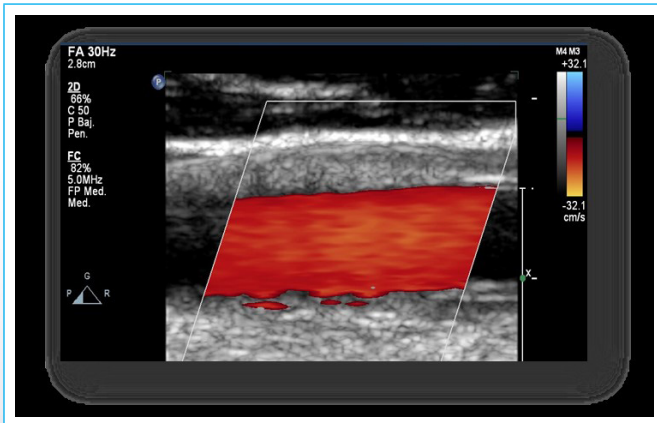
Doppler Arterial de Vasos de cuello: Doppler color que muestra flujo laminar.
